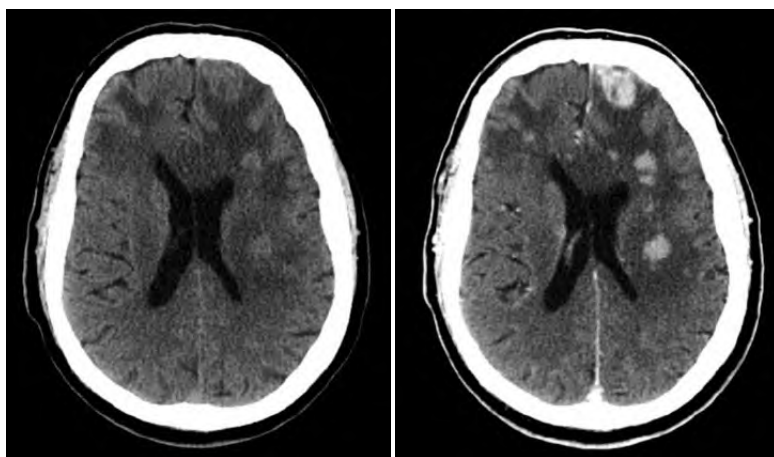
КТ ГМ с внутривенным контрастированием. В обеих гемисферах головного мозга определяются образования, накапливающие контрастное вещество, окруженные зоной отека
